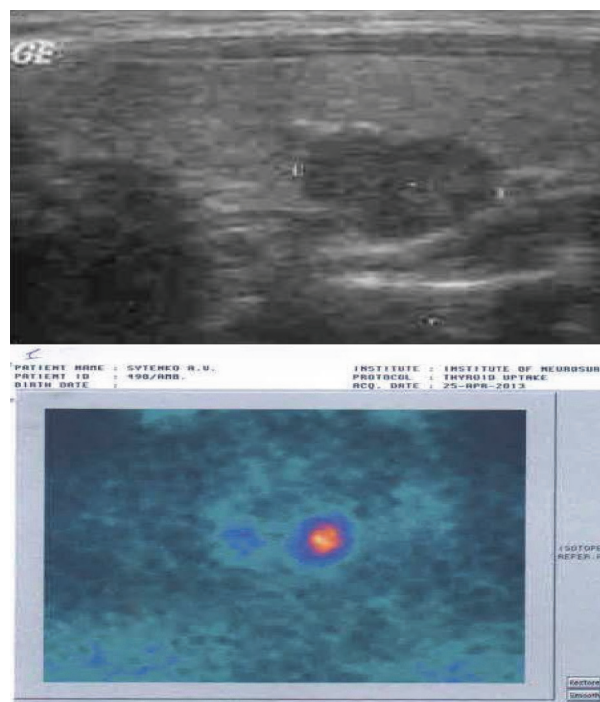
Результати ультразвукового дослідження та сцинтиграфії з $^{99\text{m}}\text{Tc-MIBI}$ інтратиреоїдної прищитоподібної залози.
